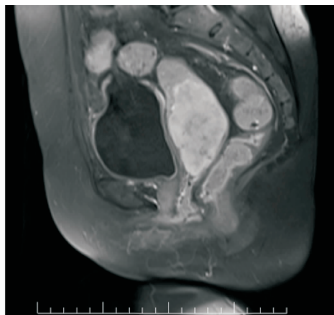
患者宫颈肿块在盆腔 MRI 的影像学所见
